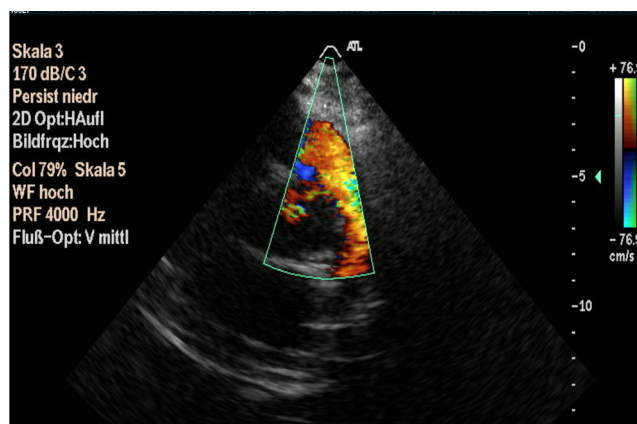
Transthorakale Echokardiographie. Farbdopplersonographische Darstellung der ausgeprägten postoperativen Pulmonalinsuffizienz (parasternal kurze Achse)
